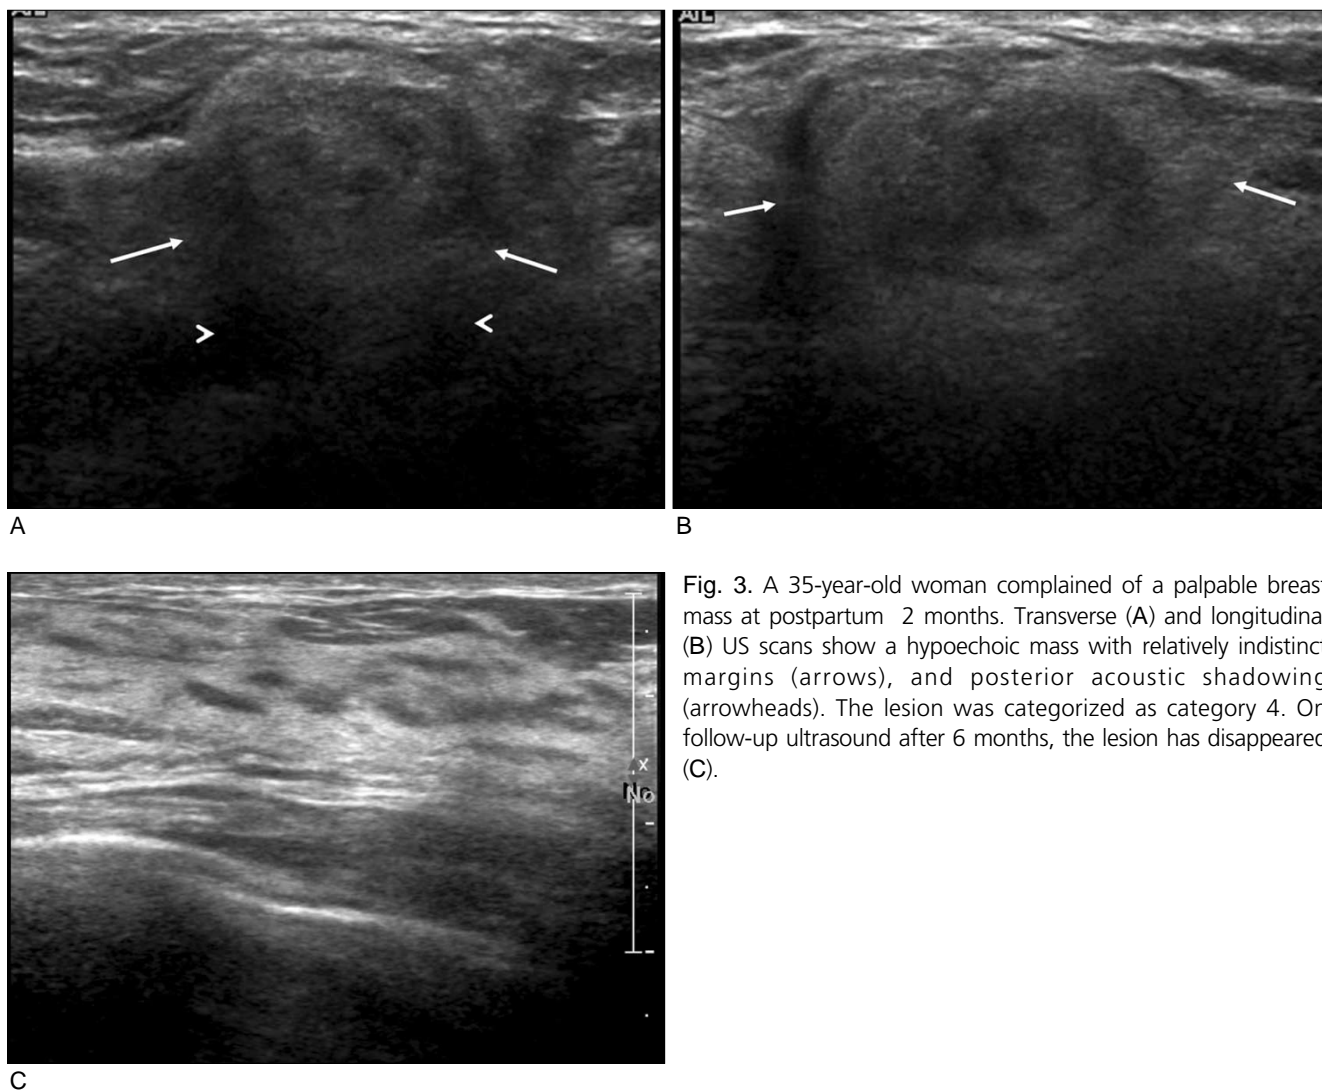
A 35-year-old woman complained of a palpable breast mass at postpartum 2 months. Transverse (A) and longitudinal (B) US scans show a hypoechoic mass with relatively indistinct margins (arrows), and posterior acoustic shadowing (arrowheads). The lesion was categorized as category 4. On follow-up ultrasound after 6 months, the lesion has disappeared (C).
